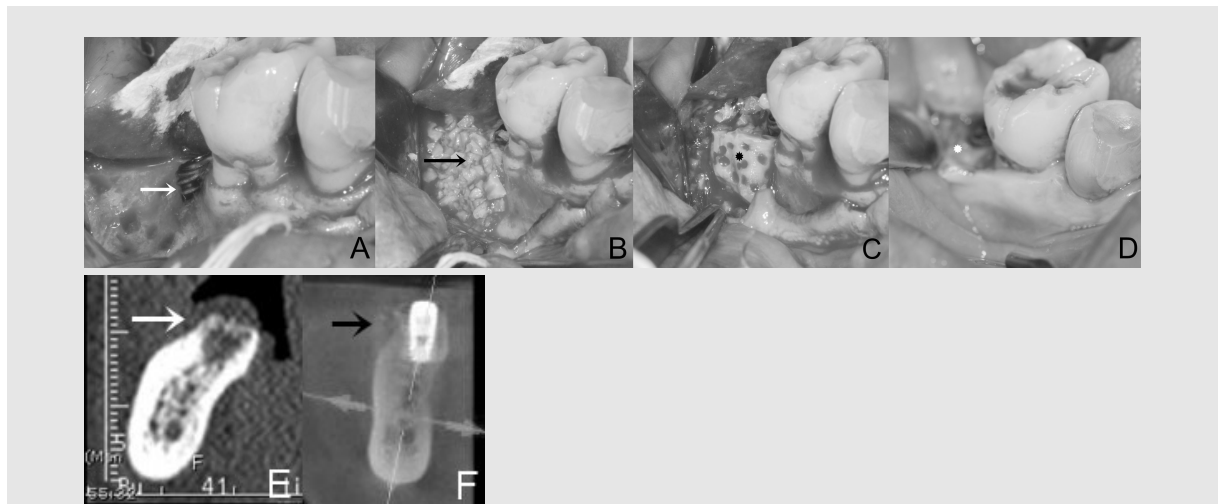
Clinical and radiographic images of block and chip type case. A. Buccal bone defect of #47i (white arrow). B. Auto-FDT graft material (chip type, black arrow). C. Auto-FDT graft material (block type, black asterisk). D. New bone formation (white asterisk). E. Cone beam CT: pre-operative state. F. Cone beam CT: post-OP 6months⁵⁾.
